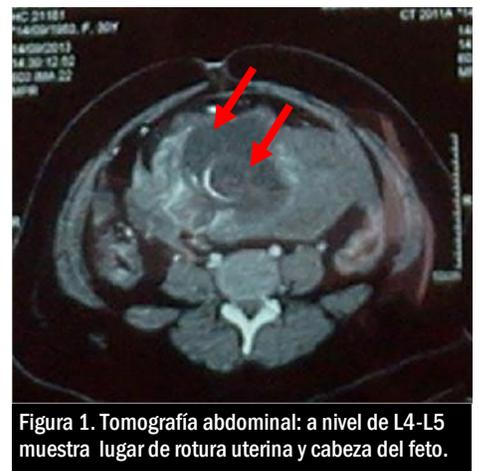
Tomografía abdominal: a nivel de L4-L5 muestra lugar de rotura uterina y cabeza del feto.
